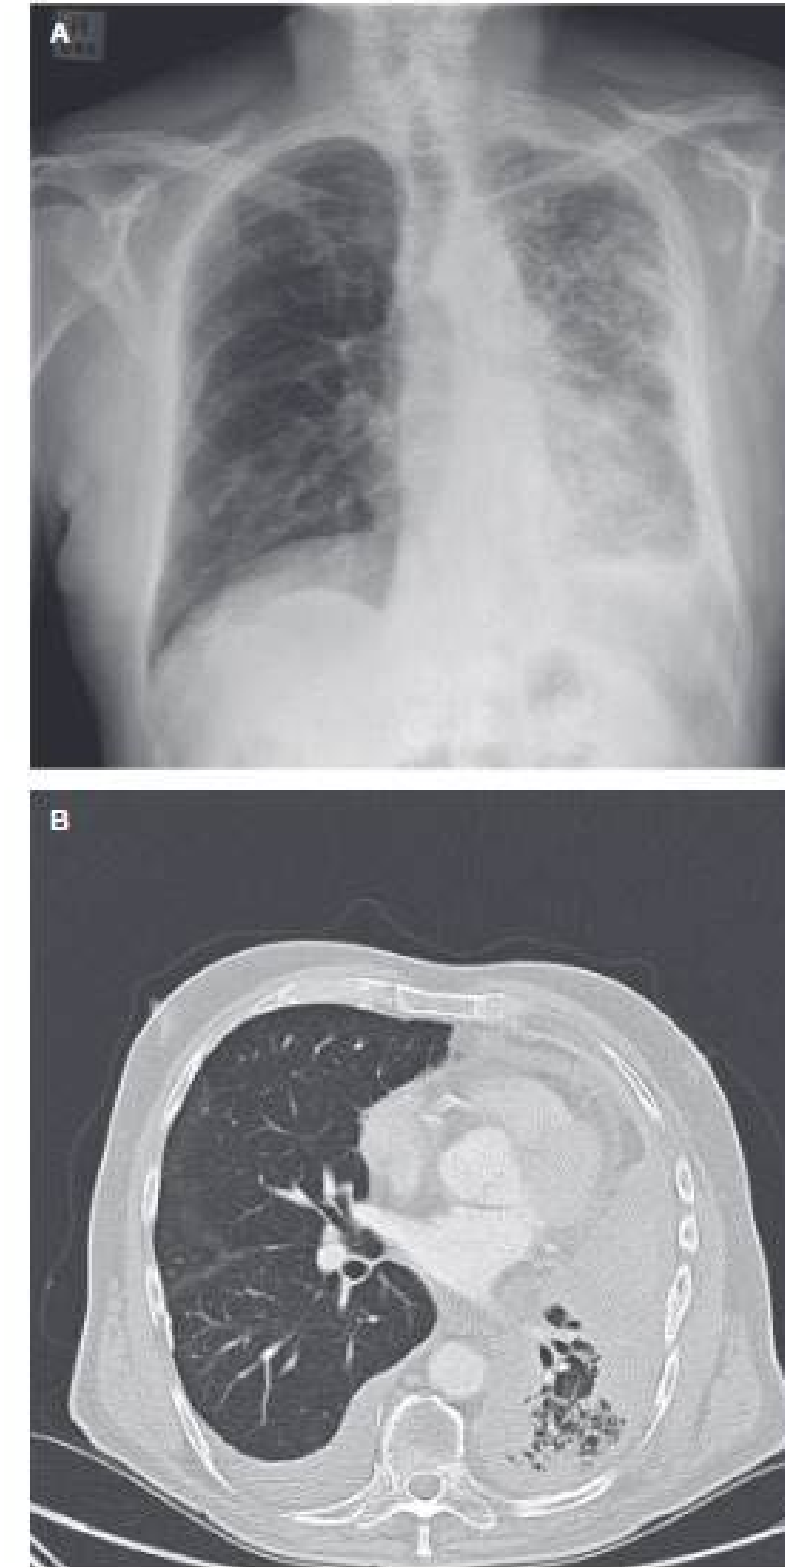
(A) Posteroanterior chest radiograph of a patient with left-sided malignant mesothelioma. (B) Computed tomography scan of the thorax of a patient with left-sided malignant mesothelioma showing opacification and very little lung aeration.
